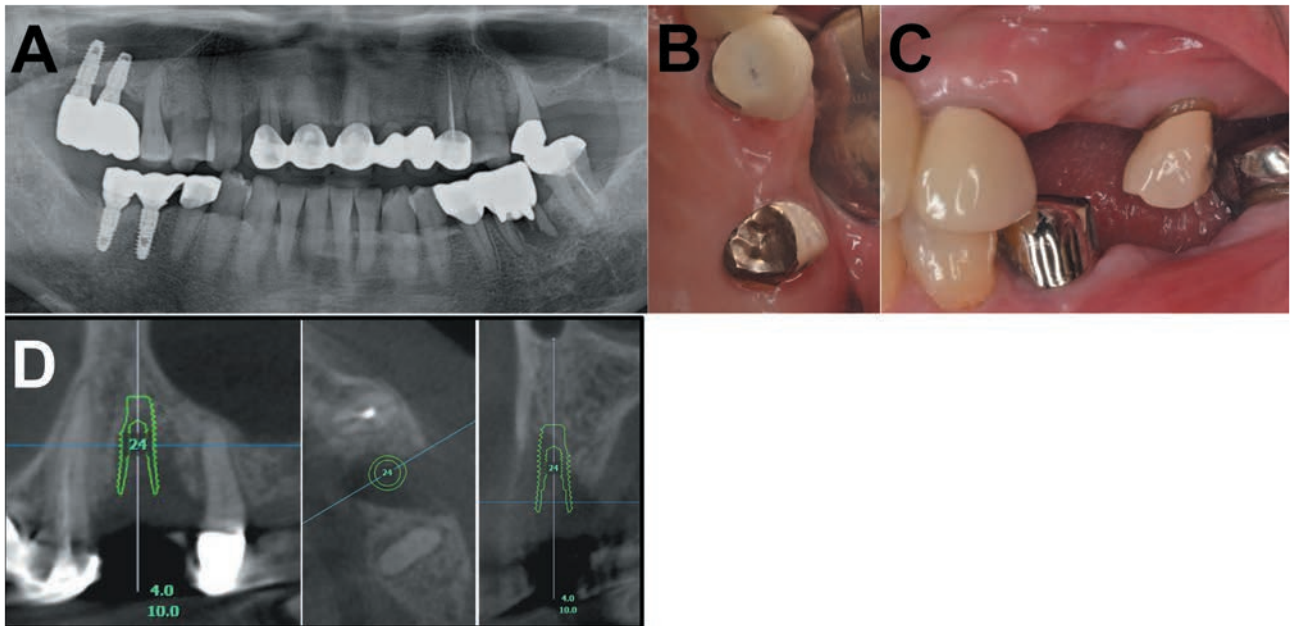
Preoperative evaluation of case 1. (A) Panoramic X-ray. (B, C) Clinical evaluation. (D) Implant position planning on CBCT images.
